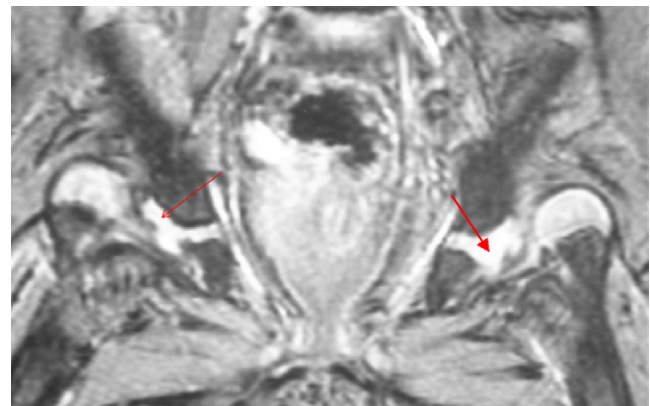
IRM montrant une luxation congénitale de hanche bilatérale irréductible par hypertrophie de la partie cartilagineuse du toit des deux acétabuli (flèches rouges).
